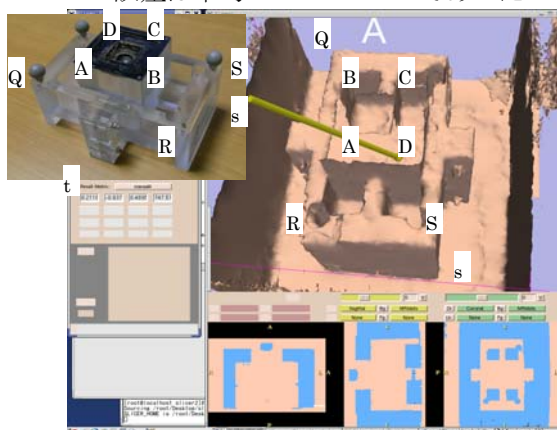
Phantom and MRI image displayed in 3D Slicer
